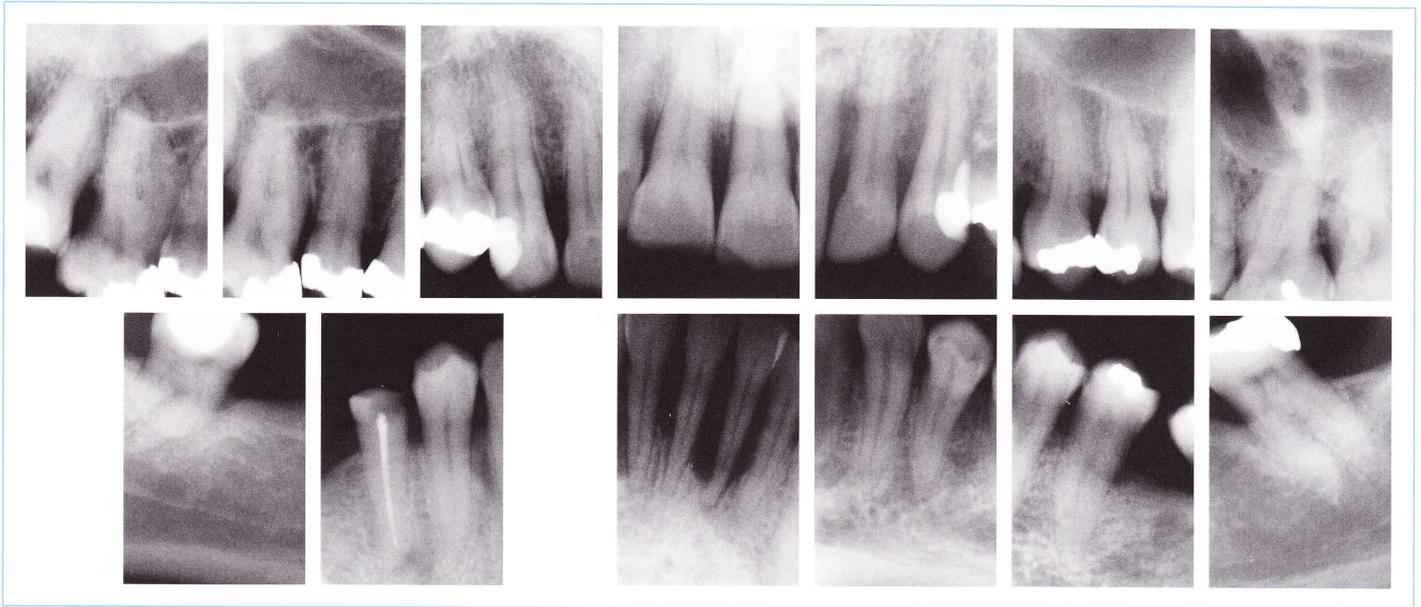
Prä-operativer Röntgen-Status vom überweisenden Zahnarzt (29.08.2006).
